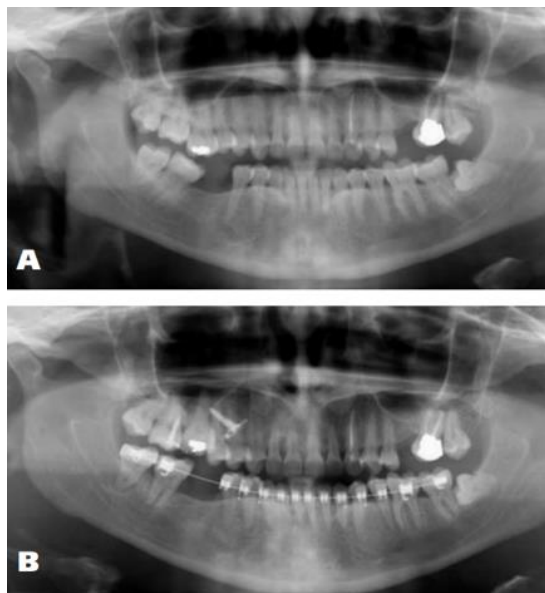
A) Radiographie panoramique avant traitement d'un patient présentant une égression de la 16 suite à la perte précoce de 46. B) Radiographie panoramique après l'ingression réalisée avant retrait du dispositif d'ancrage provisoire, l'ingression obtenue est de 4,4 mm et a été réalisée en moins de six mois sans nécessiter d'appareil fixe. La molaire maxillaire a été ingressée dans le sinus maxillaire sans résorption radiculaire détectable radiographiquement (114)
